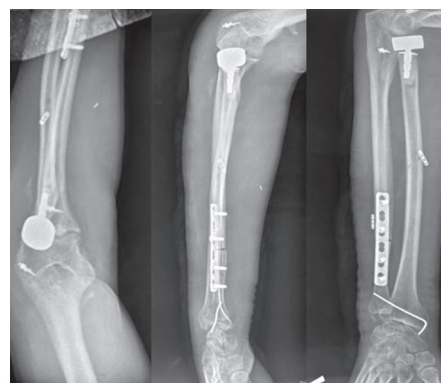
Послеоперационные рентгенограммы предплечья
